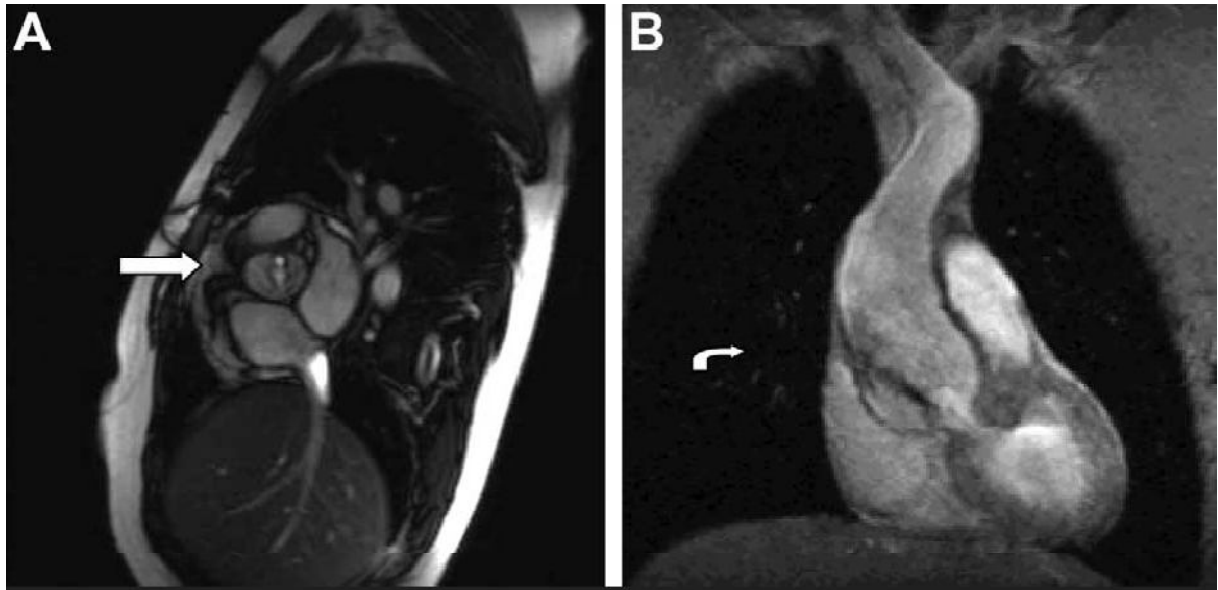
A. Image en IRM d'une bicuspidie aortique sténosante.
